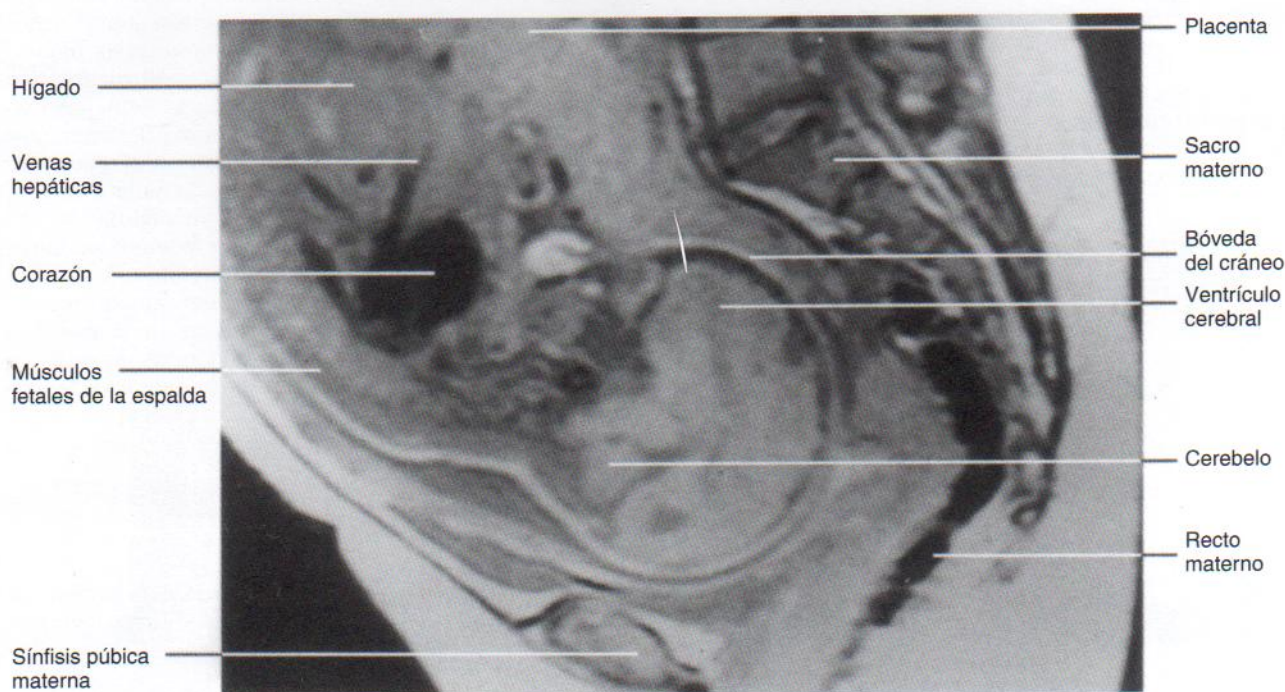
Resonancia magnética (RM) sagital de la pelvis de una mujer embarazada. El feto se halla en presentación cefálica. Se observan adecuadamente encéfalo, corazón, hígado, venas hepáticas y también placenta. (Cortesía de la Dra. Shirley McCarthy, Director of MRI, Department of Diagnostic Radiology, Yale University School of Medicine, New Haven, Connecticut.)
